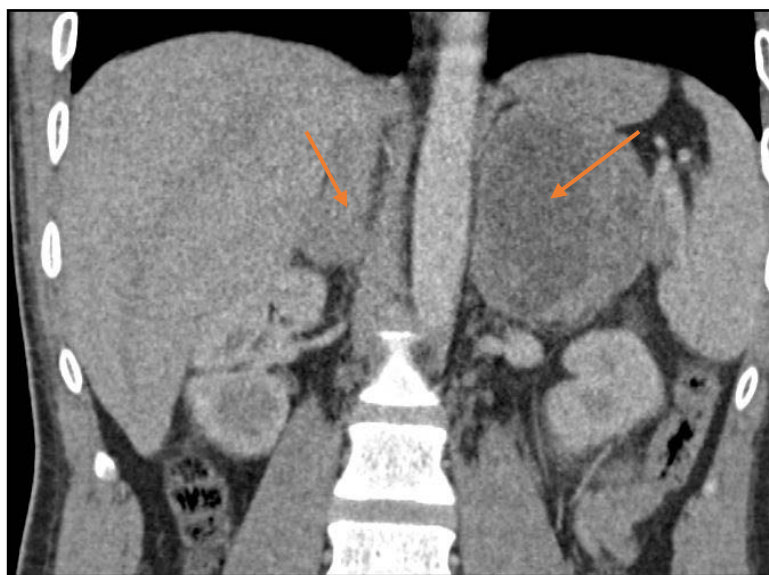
TDM abdominale : Masse surrénalienne gauche mesurant 9x7,4x8,9cm de contours réguliers, spontanément hypodense associée à une masse surrénalienne droite mesurant 2.3x1.9 cm ovale bien limitée (Observation 9).
